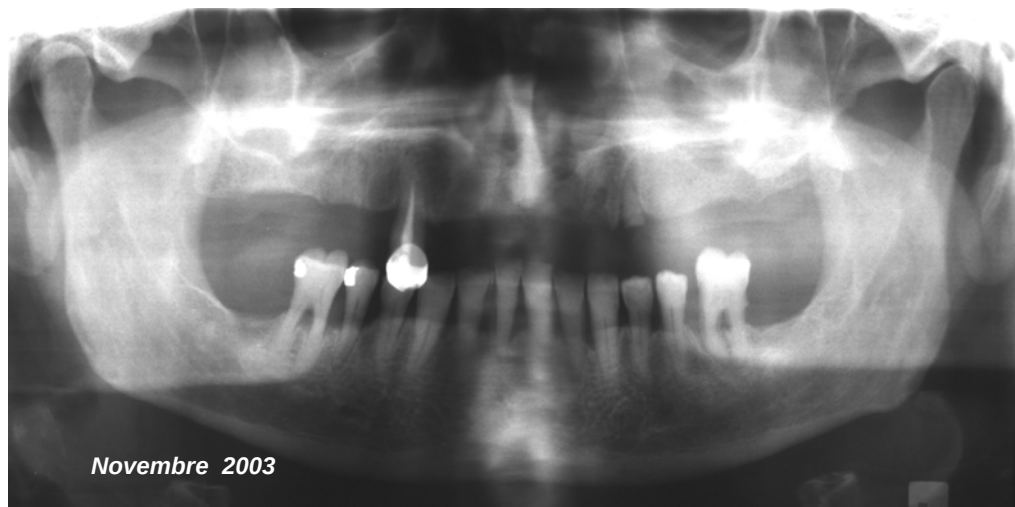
L'orthopantomogramme réalisé avant les extractions dentaires ne montre aucune atteinte osseuse.
